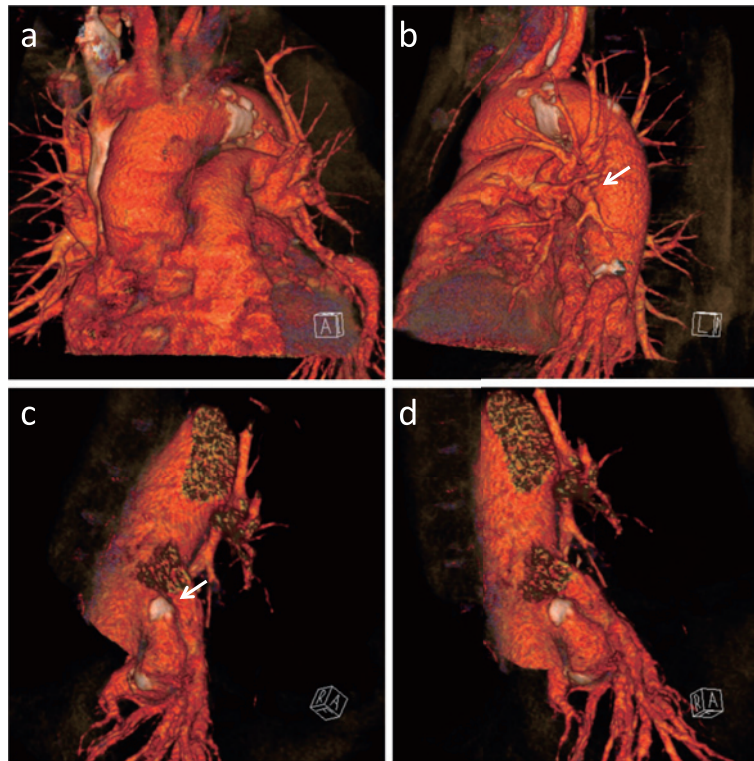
3D-CT showing the aberrant artery supplying the left basal segments (c: arrow) but with no distribution from the pulmonary artery to the left basal segment (b: arrow).
